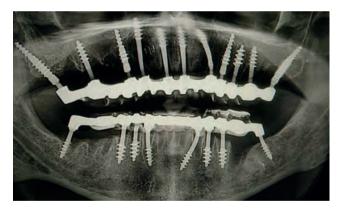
Контрольна ортопантомограма пацієнта Г., 47 р. на 3-й день після імплантації. Встановлення імплантатів у "стратегічних" ділянках верхньої щелепи – крилоподібному відростку, кортикальній пластинці верхньощелепного синуса та дна порожнини носа.
